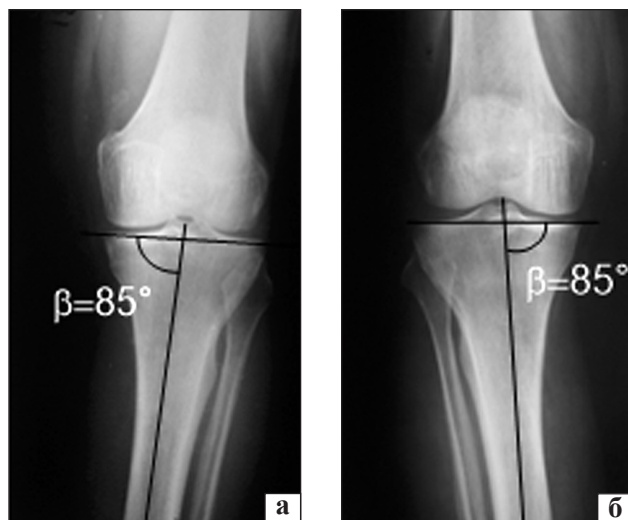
Рентгенограммы больной Л.: фасные проекции правого (а) и левого (б) коленных суставов. β — базисно-большеберцовый угол
